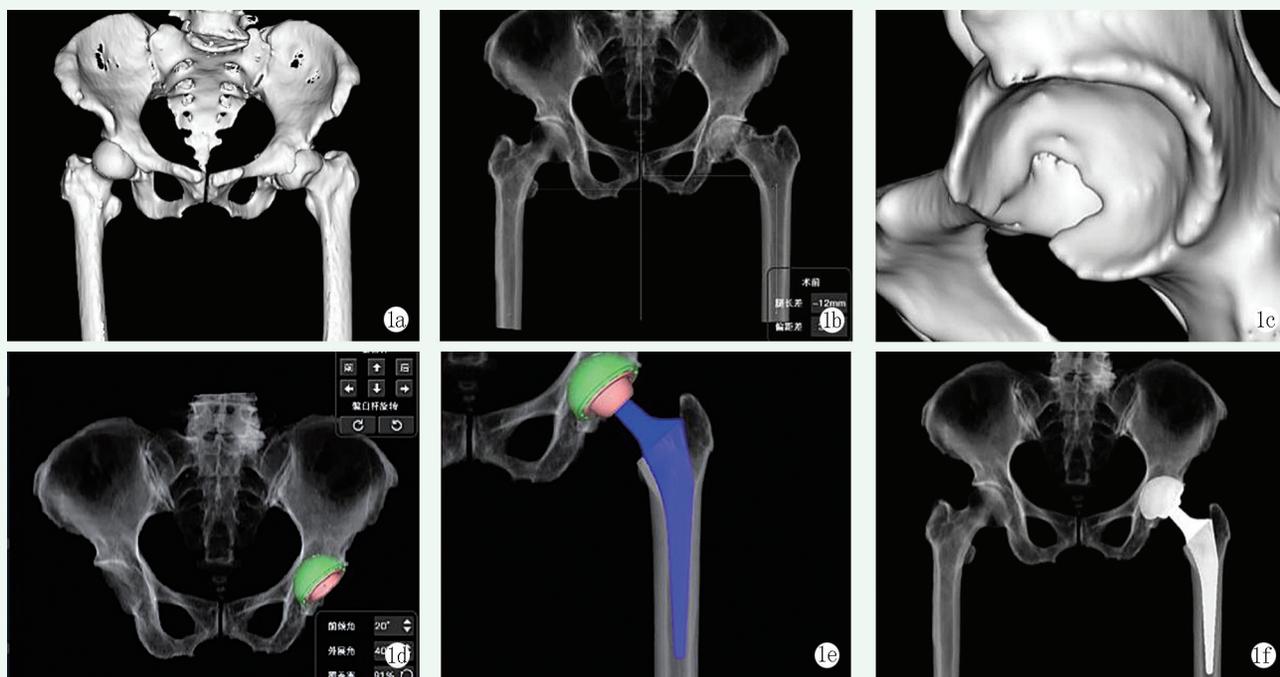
AI 术前规划。1a: 将患者髋部的 CT 数据导入 AI 三维规划软件，建立骨盆和股骨的三维重建模型；1b: 在 AI 三维规划软件中根据骨盆前平面自动矫正至中立位，测量术前健侧和患侧的相关参数；1c: AI 三维规划软件中智能分割的髋臼三维视图；1d: 智能规划的髋臼；1e: 智能规划的股骨柄；1f: 术后 X 线片显示假体位置与术前计划一致。
